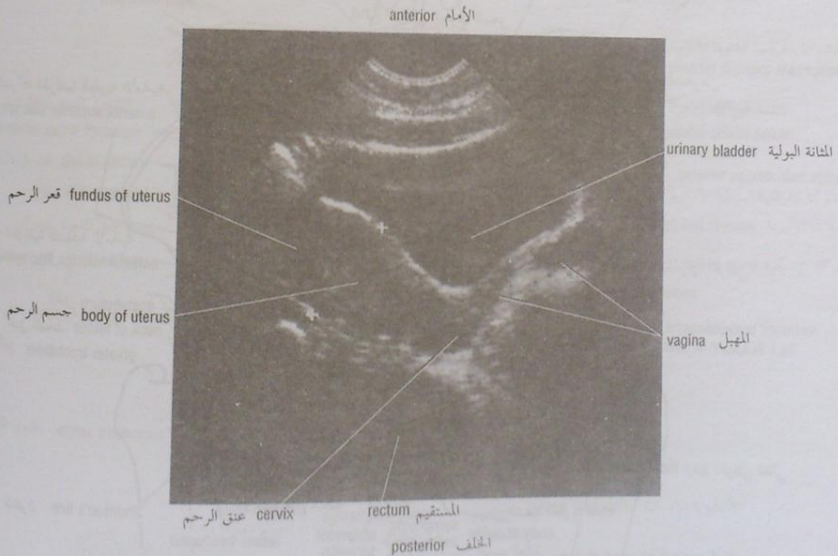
Longitudinal sonogram of the female pelvis showing the uterus, the vagina, and the bladder. (Courtesy of Dr. M. C. Hill.)
